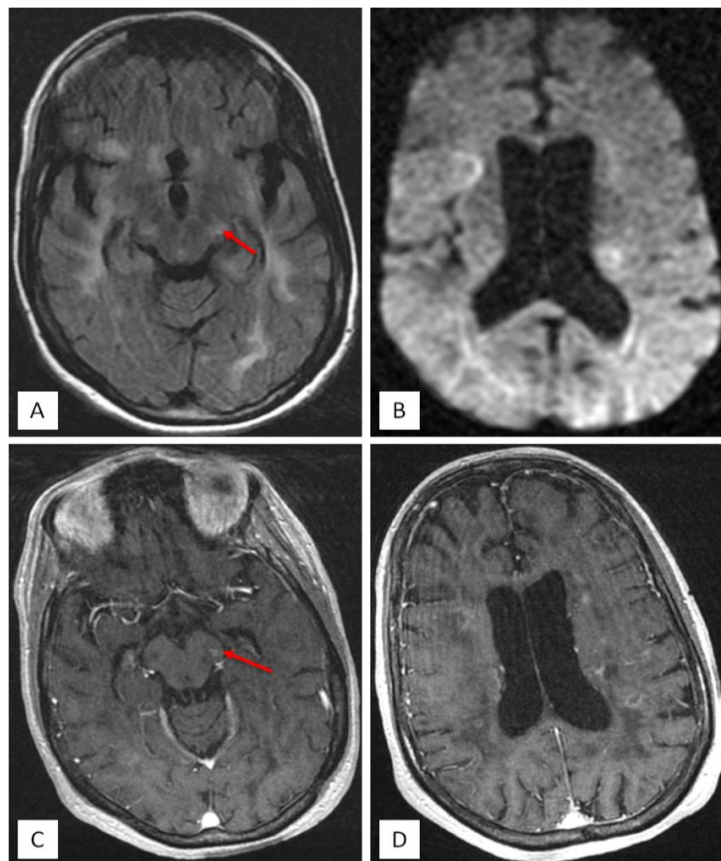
L'IRM cérébrale montre la présence de multiples plages lésionnelles, intéressant la SB péri-ventriculaire ovalaires confluentes, les pédoncules cérébraux, le pons, le mésencéphale (flèches rouges) et les hémisphères cérébelleux, se présentant en hypersignal FLAIR (coupe axiale : A), au sein desquelles on individualise des lésions présentant une restriction de la diffusion (coupe axiale : B), avec une prise de contraste annulaire (coupe axiale : C, D), à l'étage supra et infra-tentoriel.
